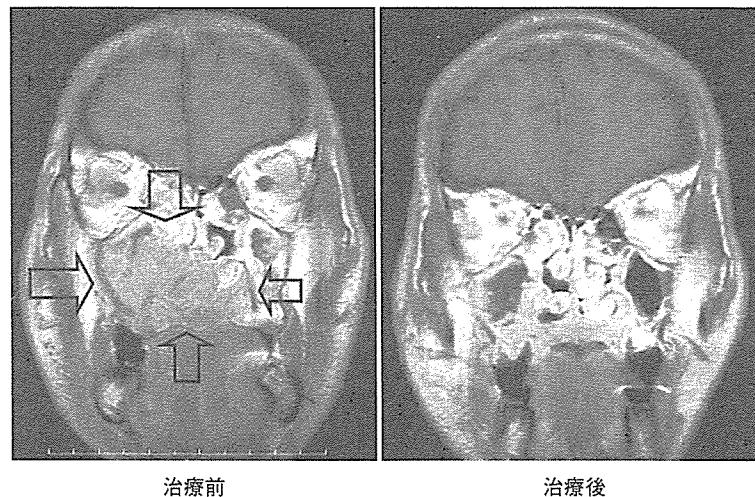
治療例。顔の MRI 像で、左の画像の矢印で囲まれたのが癌。治療後癌は消失。5 年後の現在、普通の日常生活をされている。
